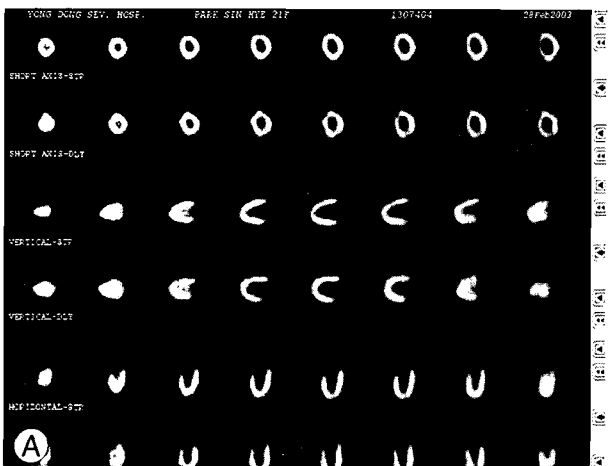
(A)Stress-rest T1-201 SPECT (B)Stress-rest T1-201 SPECT
